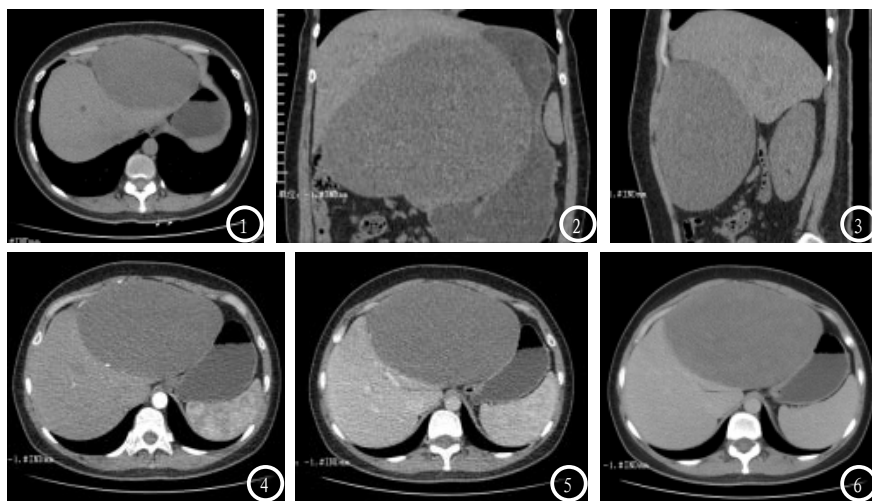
CT平扫-横断位显示肝前下方占位性病变；图2 CT平扫-冠状位扫描图像；图3 CT平扫-矢状位扫描图像；图4 CT动脉期横断面图像，病灶周围见点状明显强化影；图5-6 静脉期及延迟期示呈轻度持续强化。
